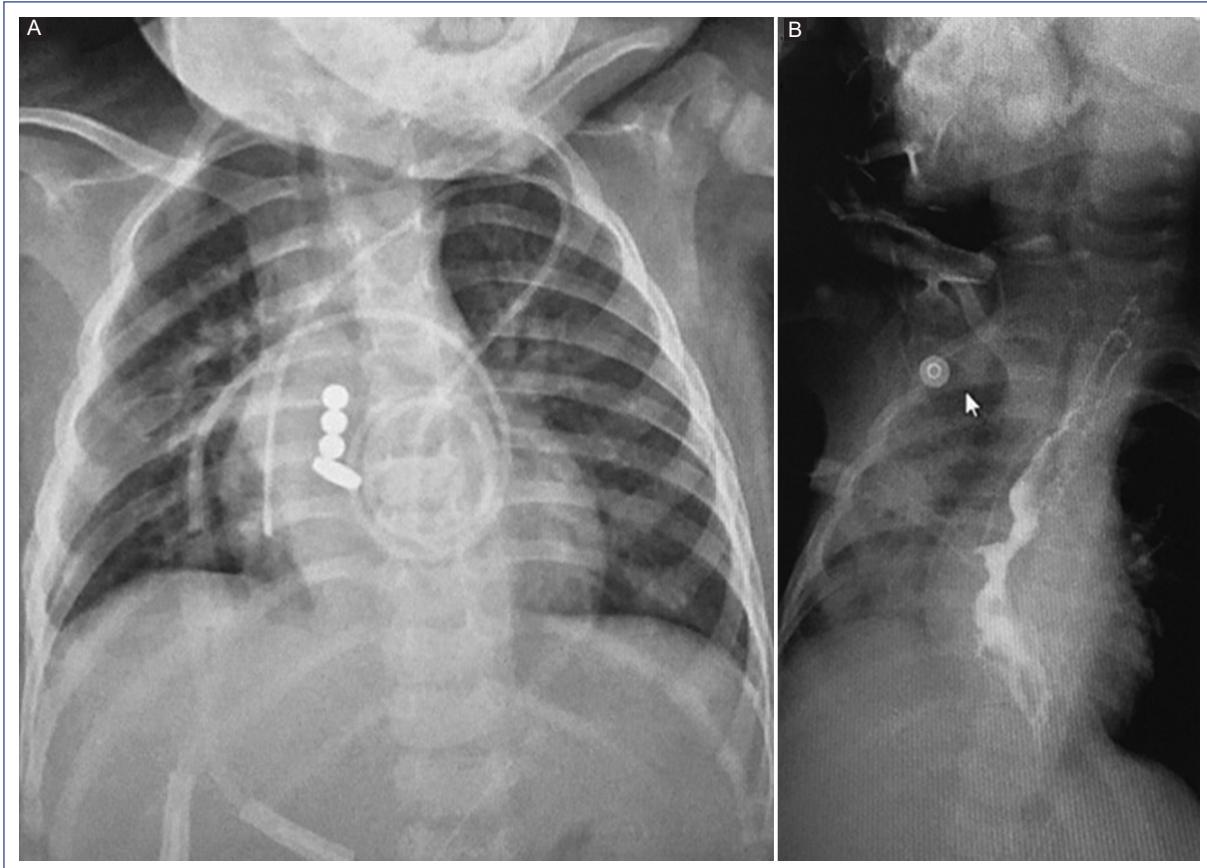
A: radiografía simple de tórax en la cual se observan los imanes colocados en los cabos ciegos en el esófago y el estómago. B: se aprecia una disminución del calibre con el paso del contraste.
